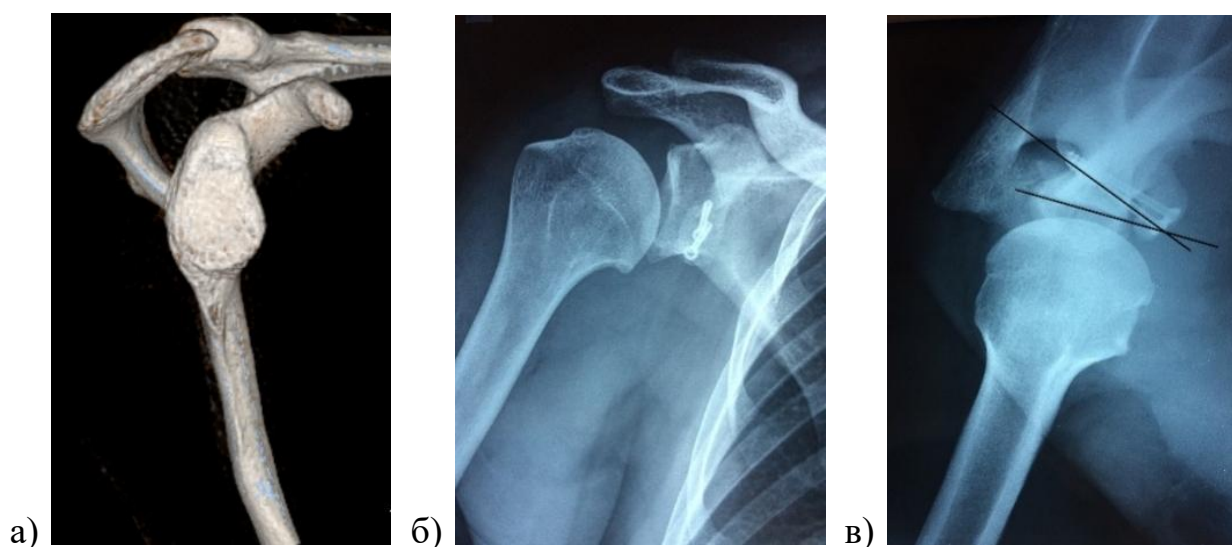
Рентгенограммы плечевого сустава больного В., 19 лет, до (а) и после (б, в) выполнения операции Латарже в варианте MOT: угол расположения фиксирующих металлоконструкций (УРФМ) составил 22° по отношению к плоскости суставной впадины лопатки.
